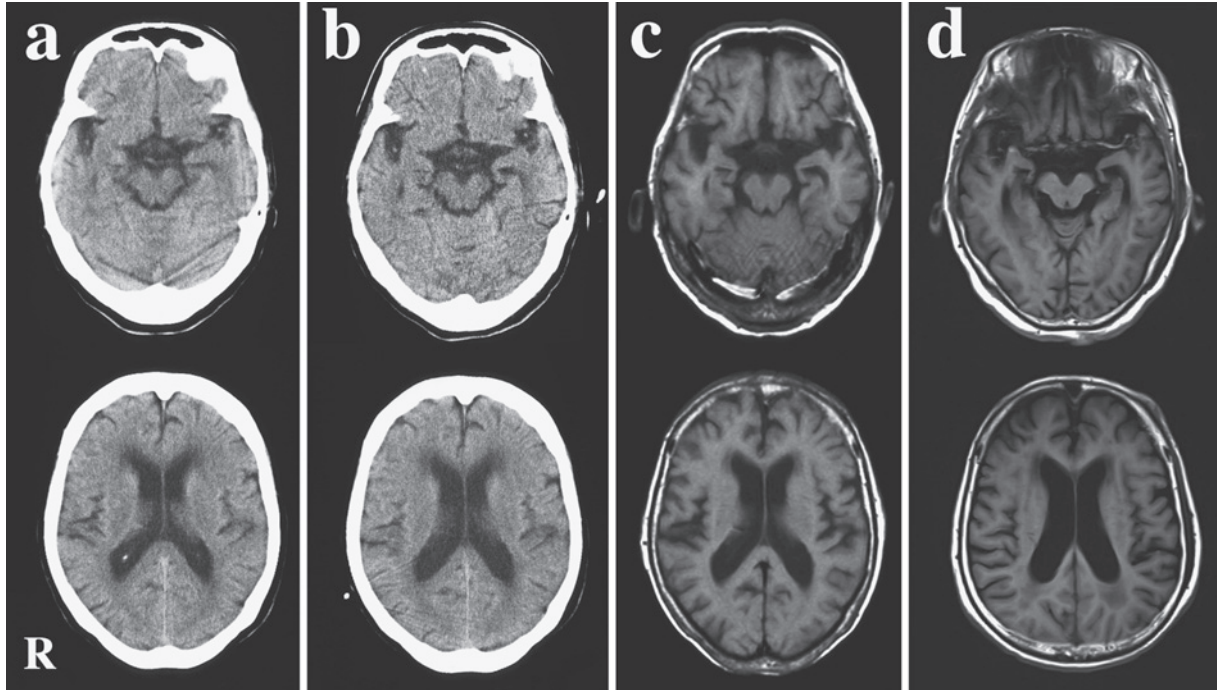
Head CT and MRI images of the patient.
